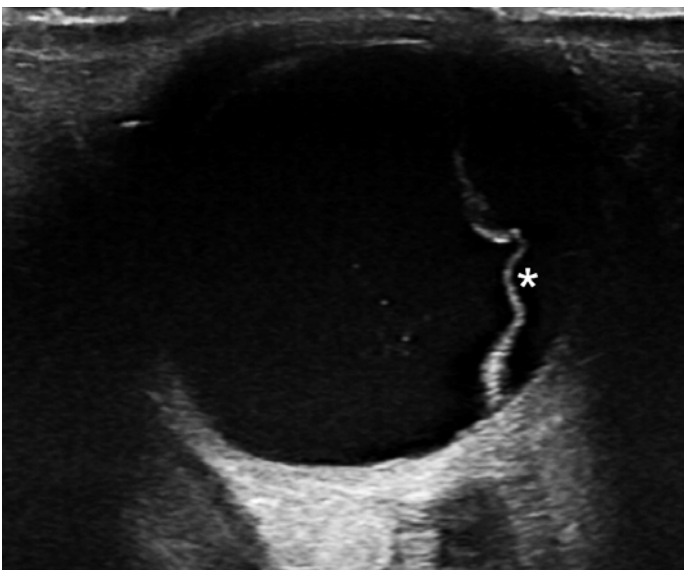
Échographie de l'œil gauche en coupe transversale. Globe oculaire hypoéchogène; la rétine (étoile) se présente dans sa partie latérale (à droite sur l'image) comme une structure laminaire hyperéchogène.
